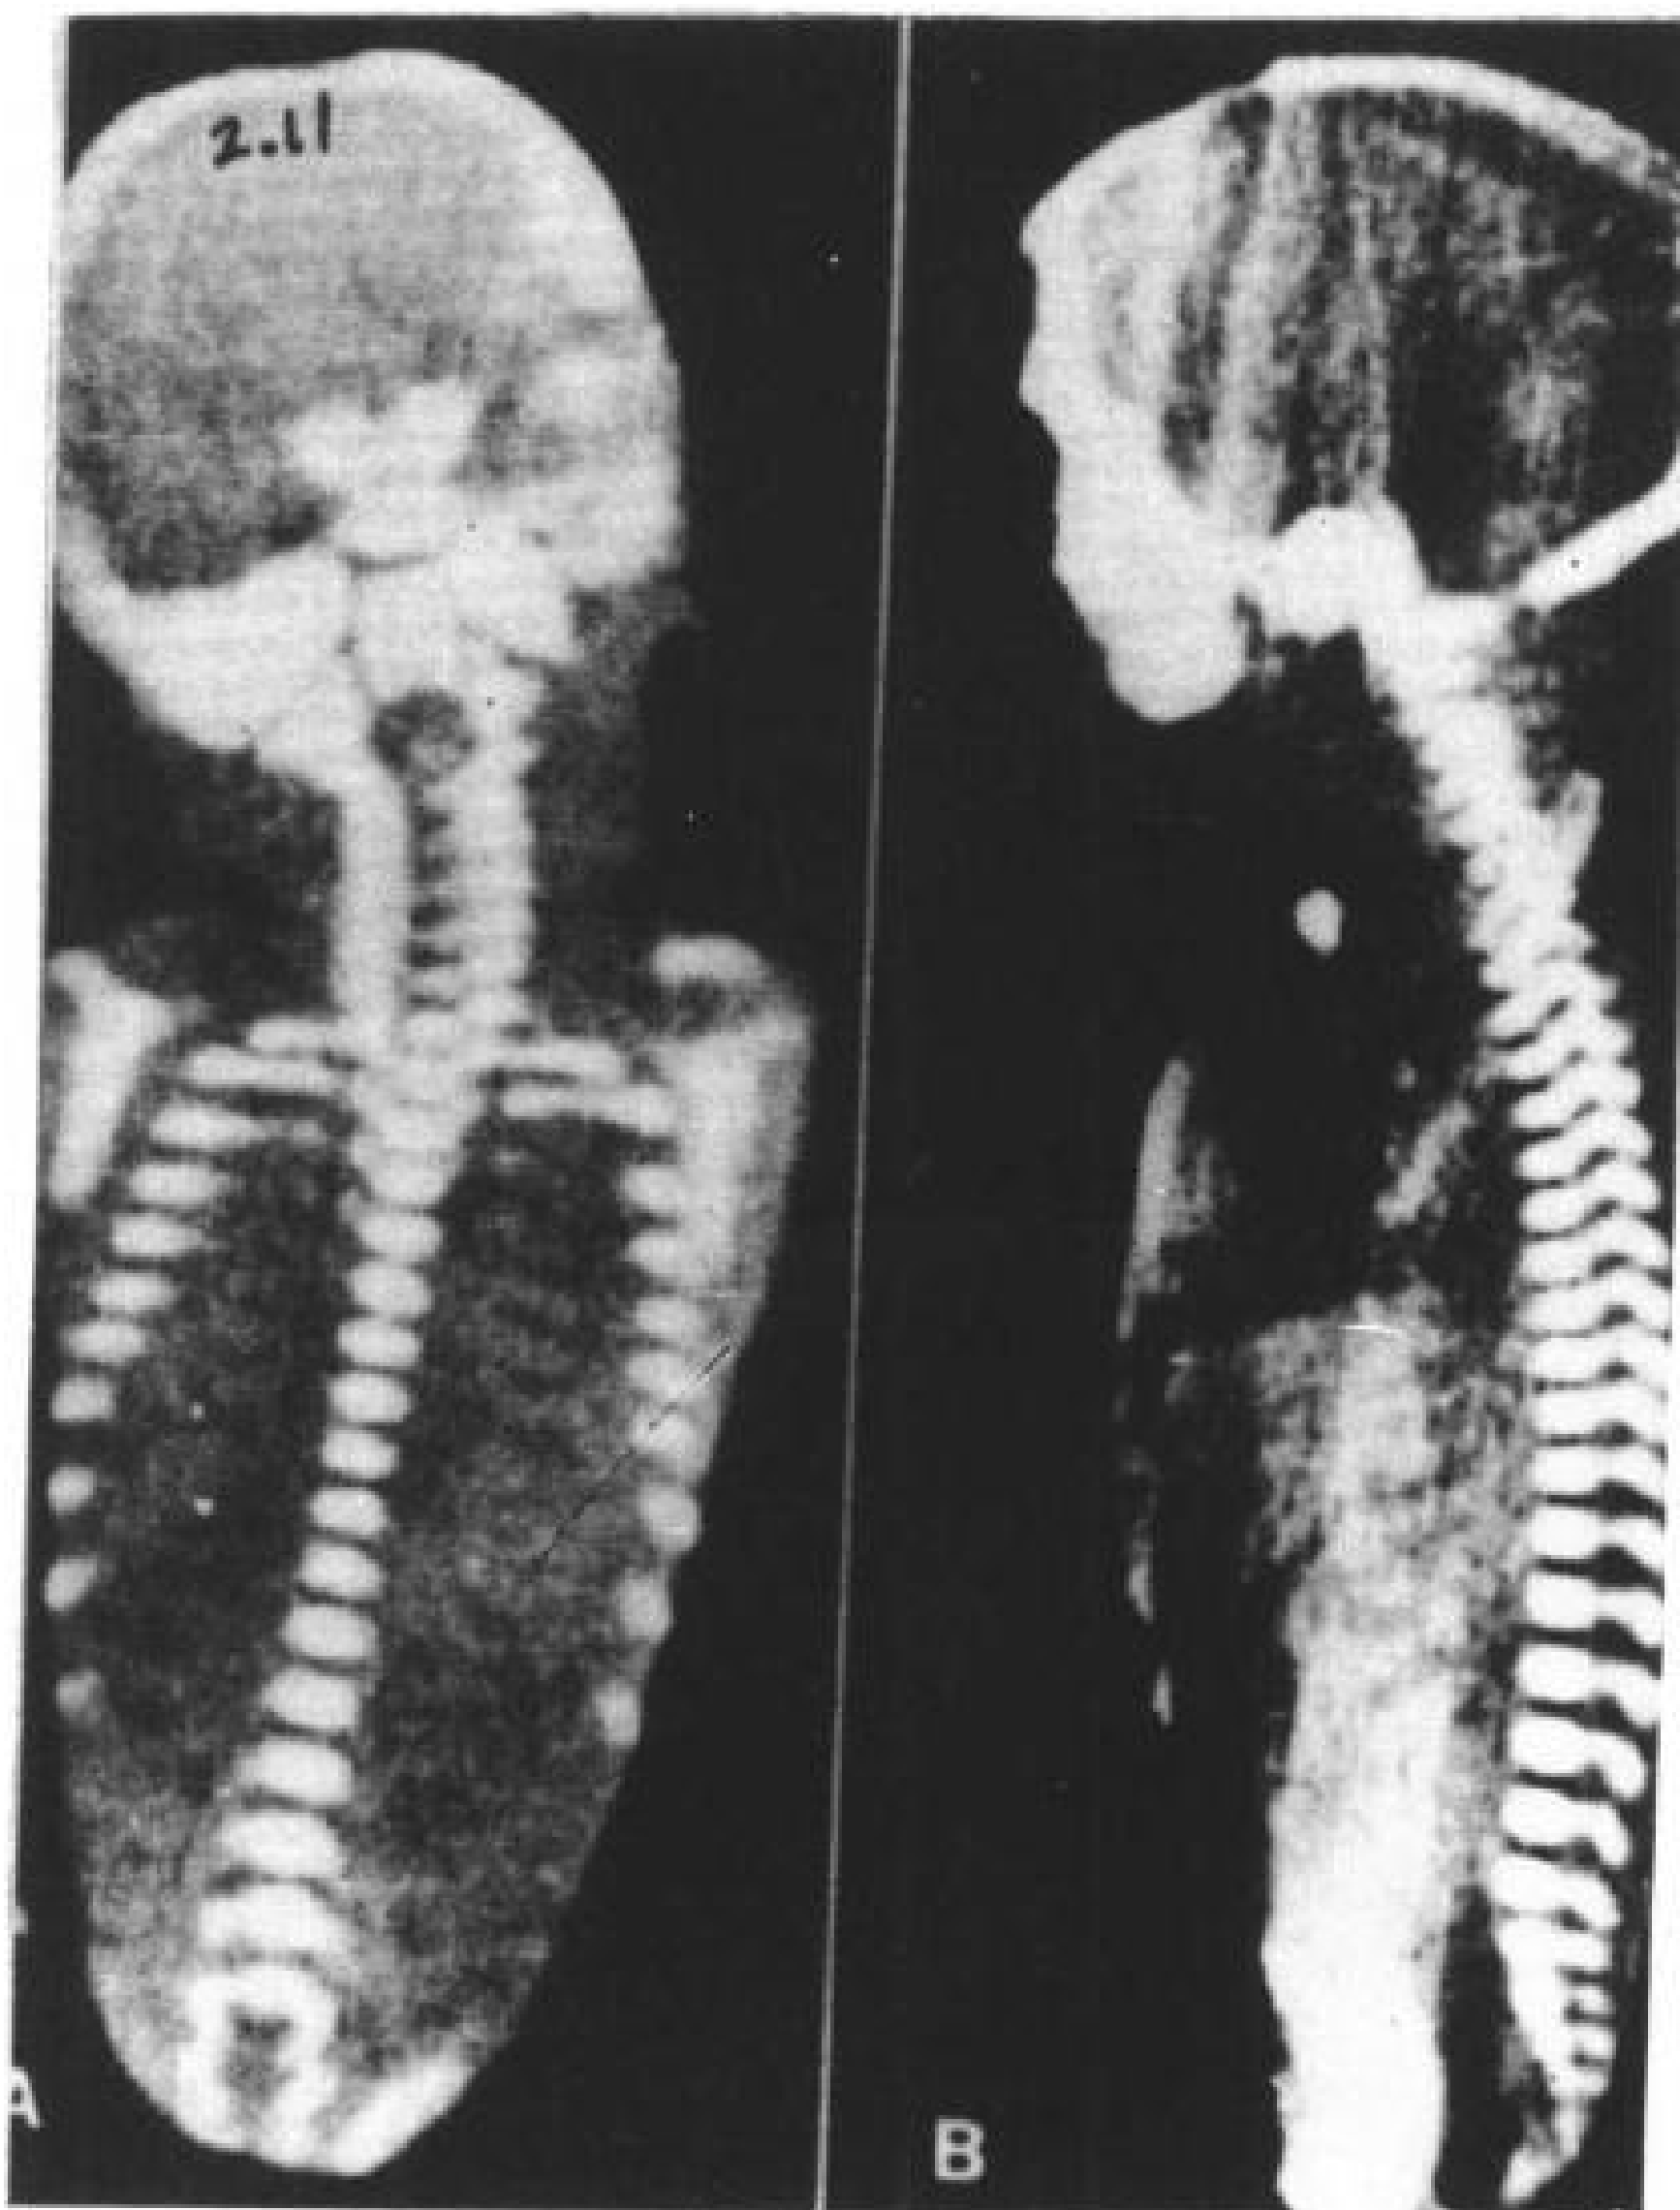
六个月的胎儿。A 为冠状位象，B 为矢状位 CT 扫描图象。骨化中心已明显出现。颈椎椎管明显变宽，这是由于脊柱后部未完全骨化所致。
